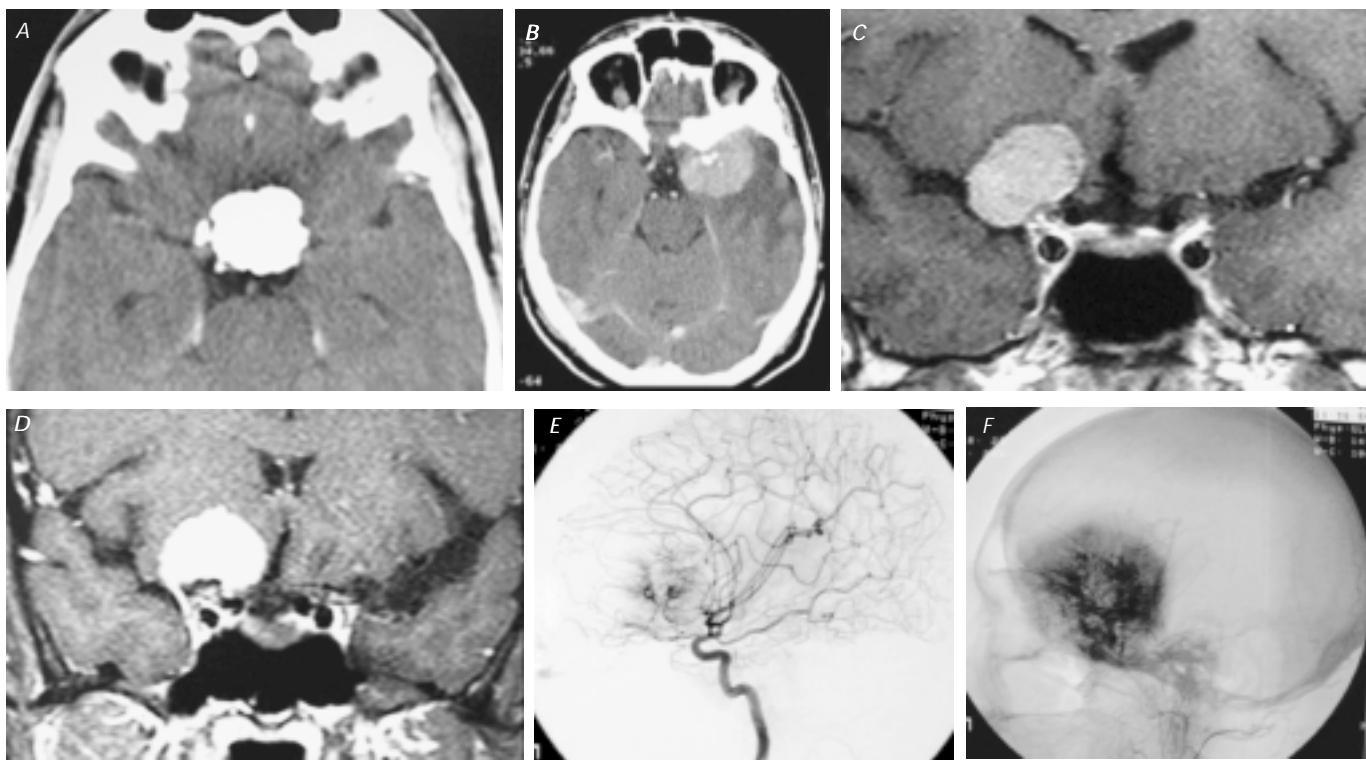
Estudios de radiología. A. Tomografía en fase simple en donde se observa una imagen hiperdensa (meningioma clinoideo con extensión a la región selar). B. Tomografía de cráneo en fase contrastada endovenosa con evidencia de meningioma clinoideo izquierdo con edema perilesional importante. C. Imagen de resonancia magnética en secuencia de intensidad de señal T1, corte coronal. D. Imagen de resonancia magnética en secuencia de intensidad de señal T1 contrastado, corte coronal. E. Arteriografía cerebral, en fase arterial, proyección lateral izquierda, donde se observan las características vasculares de un meningioma clinoideo. F. Arteriografía cerebral en fase capilar temprana, oblicua izquierda donde se observa la irrigación muy importante dependiente de la arteria carótida externa.
